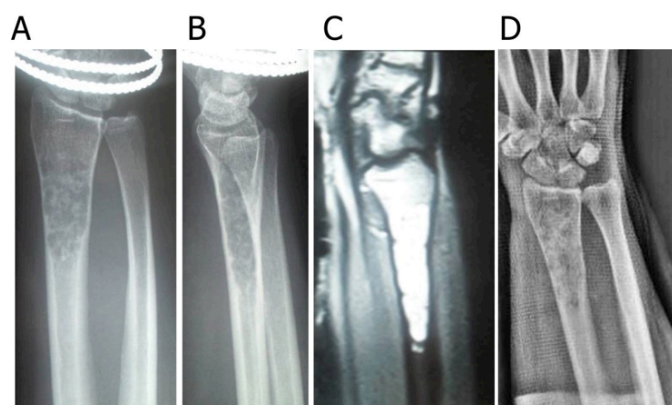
A 24-year-old female with distal radius enchondroma: a,b) preoperative plain radiograph, c) preoperative magnetic resonance image, d) the patient underwent curettage followed by graft packing.
